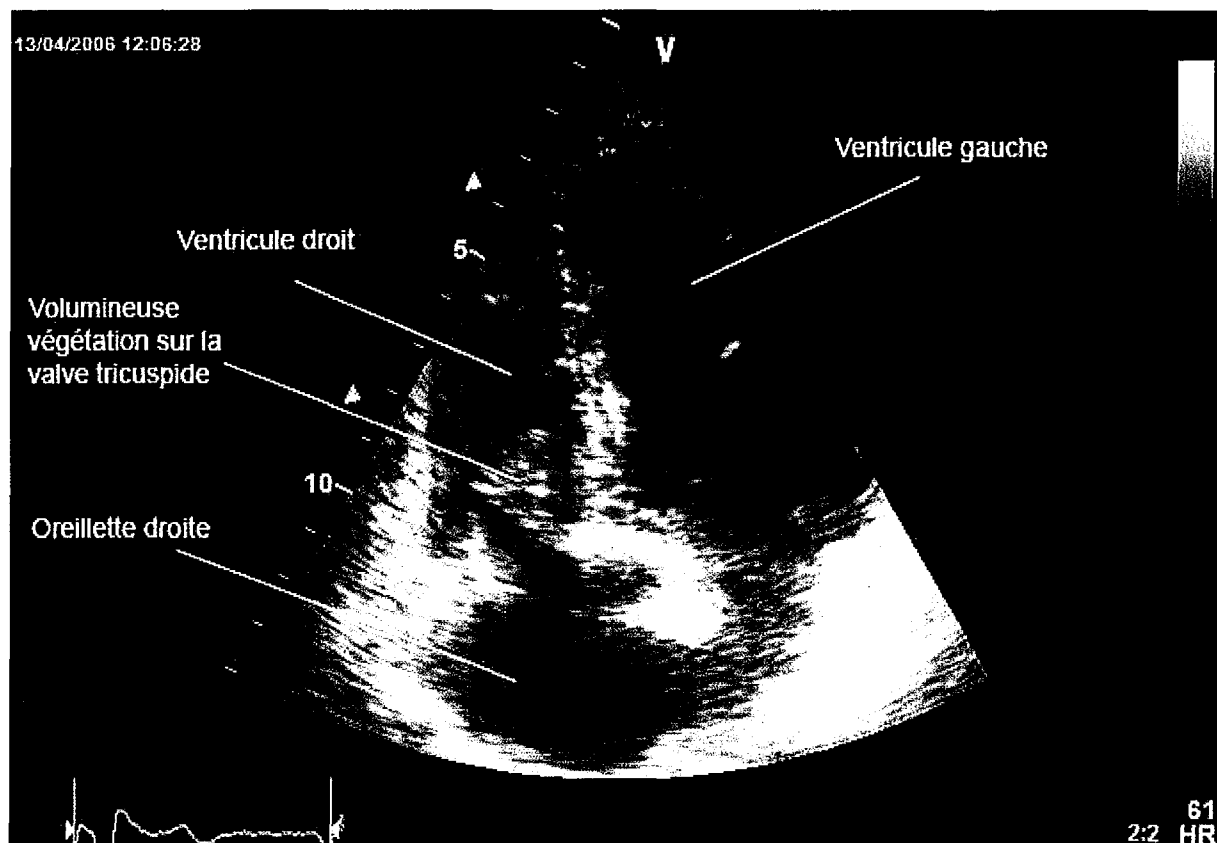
Visualisation en échographie trans-thoracique d'une végétation volumineuse au niveau de la valve tricuspide (homogreffe mitrale en position tricuspide) chez un patient toxicomane
